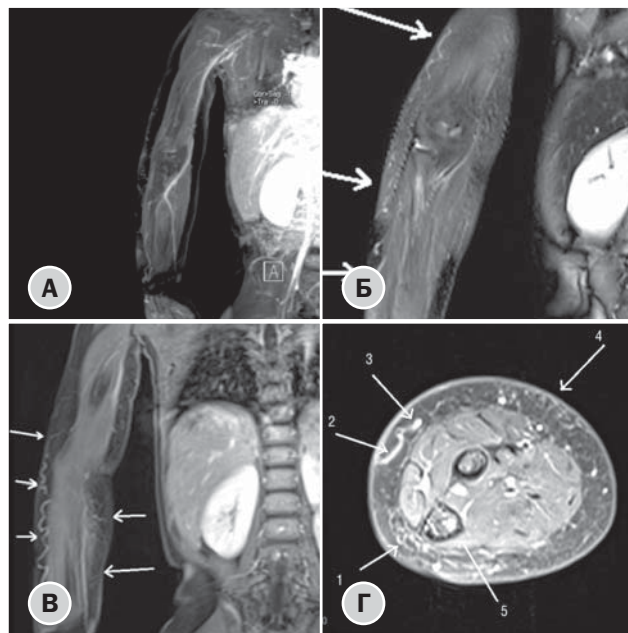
Магнитно-резонансная томография (МРТ) того же пациента, 2 года 6 мес
